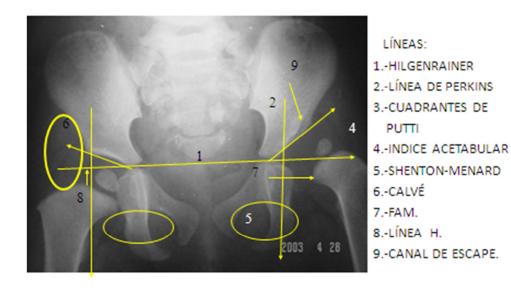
MEDICIONES RADIOGRAFICAS
